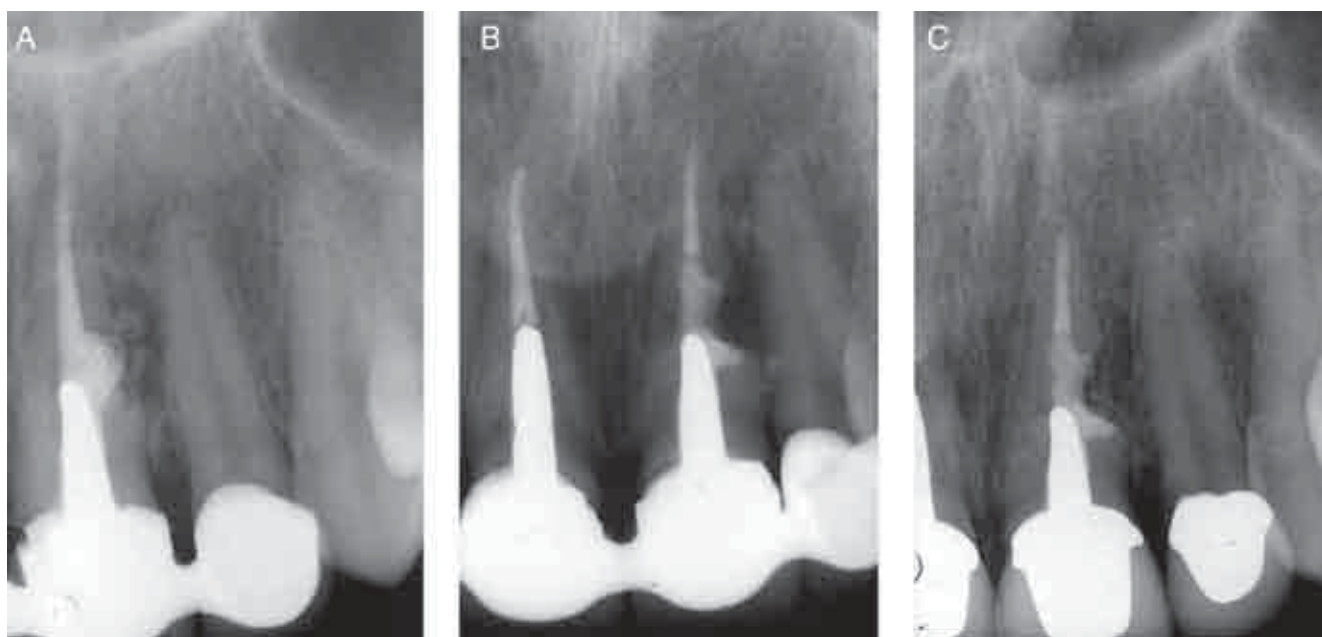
A. Radiografia pre-operatoria. B. Radiografia post-operatoria. C. Controllo dopo due anni. Si noti la perfetta guarigione.
